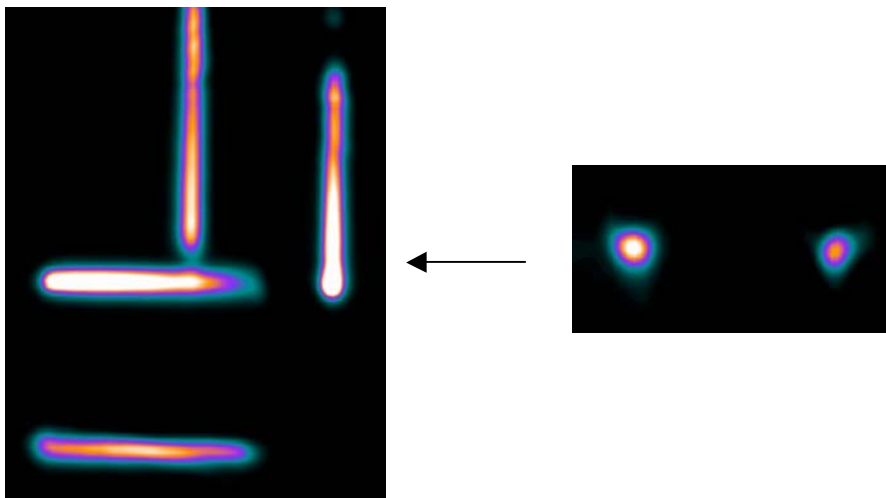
Transversale sowie koronare SPECT-Aufnahmen der untersuchten Kapillaren. Der Pfeil gibt die Schnittebene für die koronaren Aufnahmen wieder.
